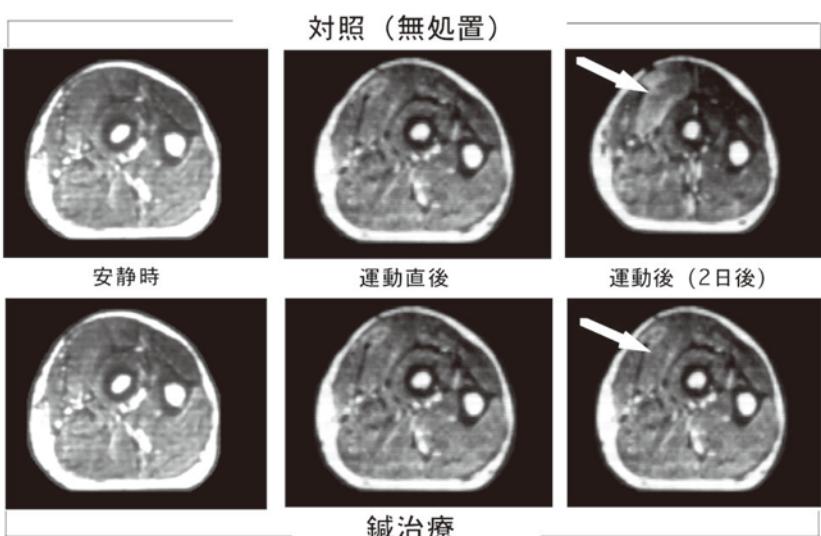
MRIからみた遅発性筋痛に対する鍼施術の効果、MRIによる画像の経時変化
